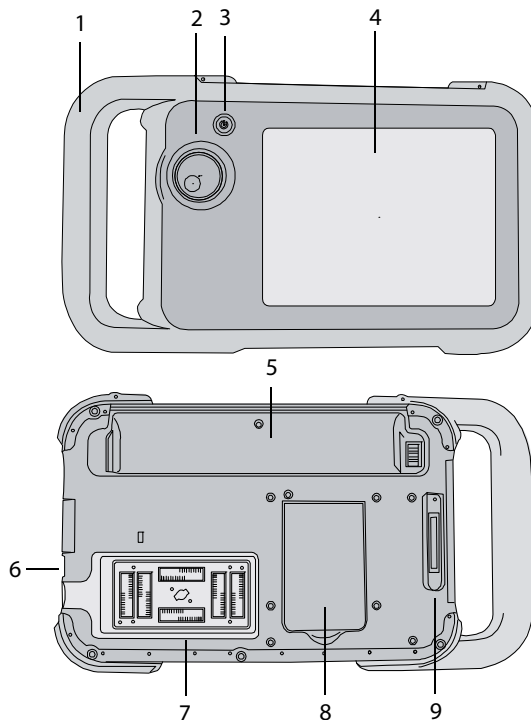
Avant (haut) et arrière (bas) de l'échographe.
